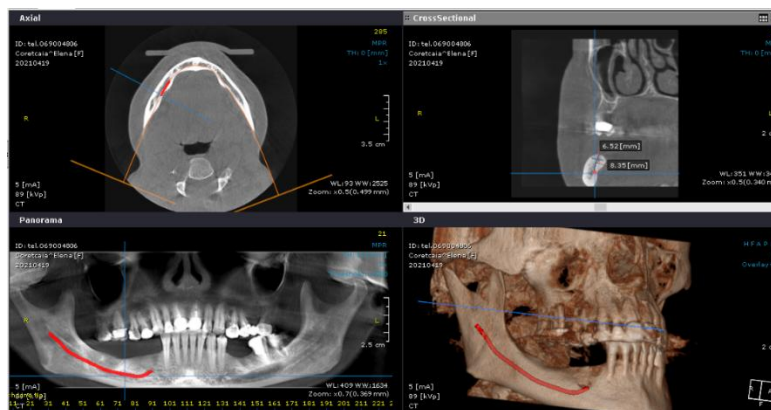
Examenul radiologic (secțiune de CBCT)
